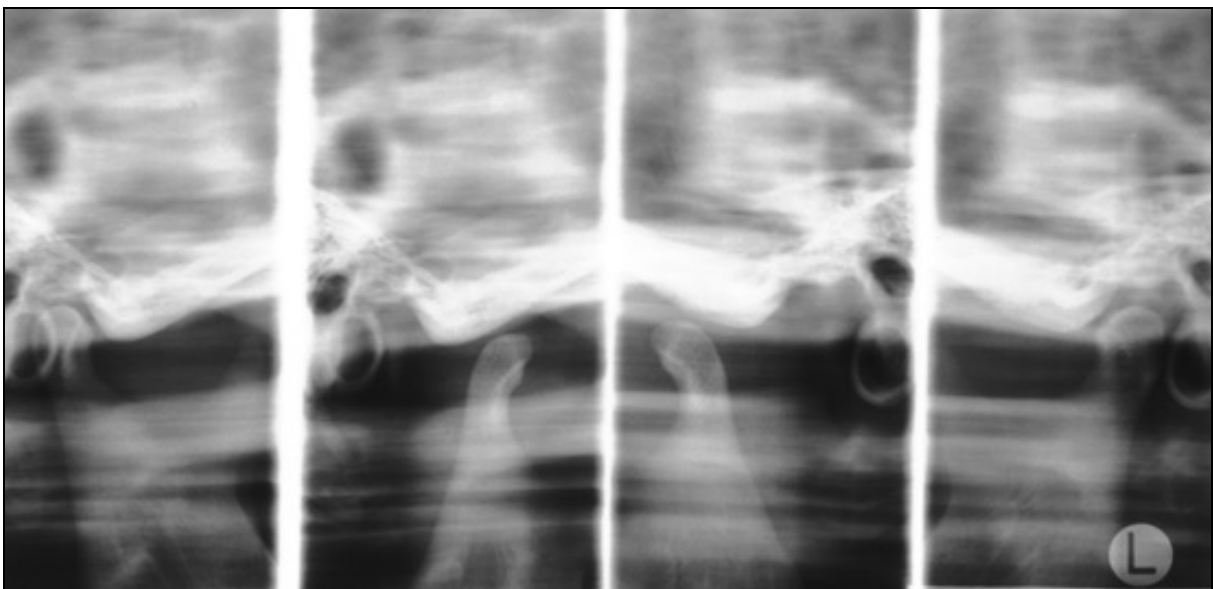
Beispiel einer P6- Kiefergelenk- Aufnahme (Funktionsorthopantomogramm), gleicher Patient wie in Abb. 7. Die Kiefergelenke werden von lateral bei geöffnetem und geschlossenem Mund auf einem Röntgenbild dargestellt. Außen erkennt man die Gelenke bei geschlossenem Mundzustand, innen bei geöffnetem Mundzustand einander gegenüberliegend.
